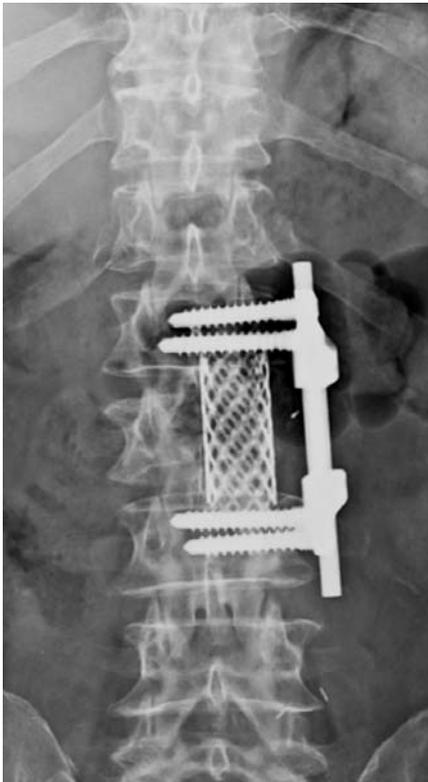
La Fig. 1 mostra l'immagine radiografica post-operatoria di un paziente sottoposto a somatectomia di L2 e posizionamento di mesh e di viti intersomatiche su L1-L3 e barre laterali. La Fig. 2 mostra controllo radiografico post-operatorio di paziente sottoposto a corpectomia di C6, posizionamento di mesh in titanio e stabilizzazione anteriore con placche e viti in C5-C7.
